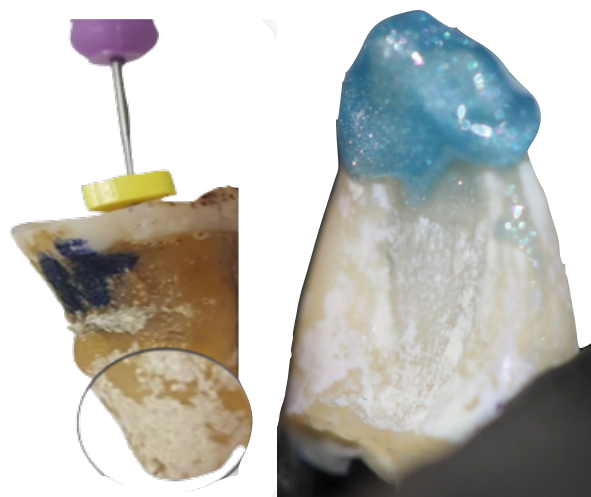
Obtenção do CT. Detalhe para a lima no forame apical (A). Confecção do selamento do ápice da raiz (B).
